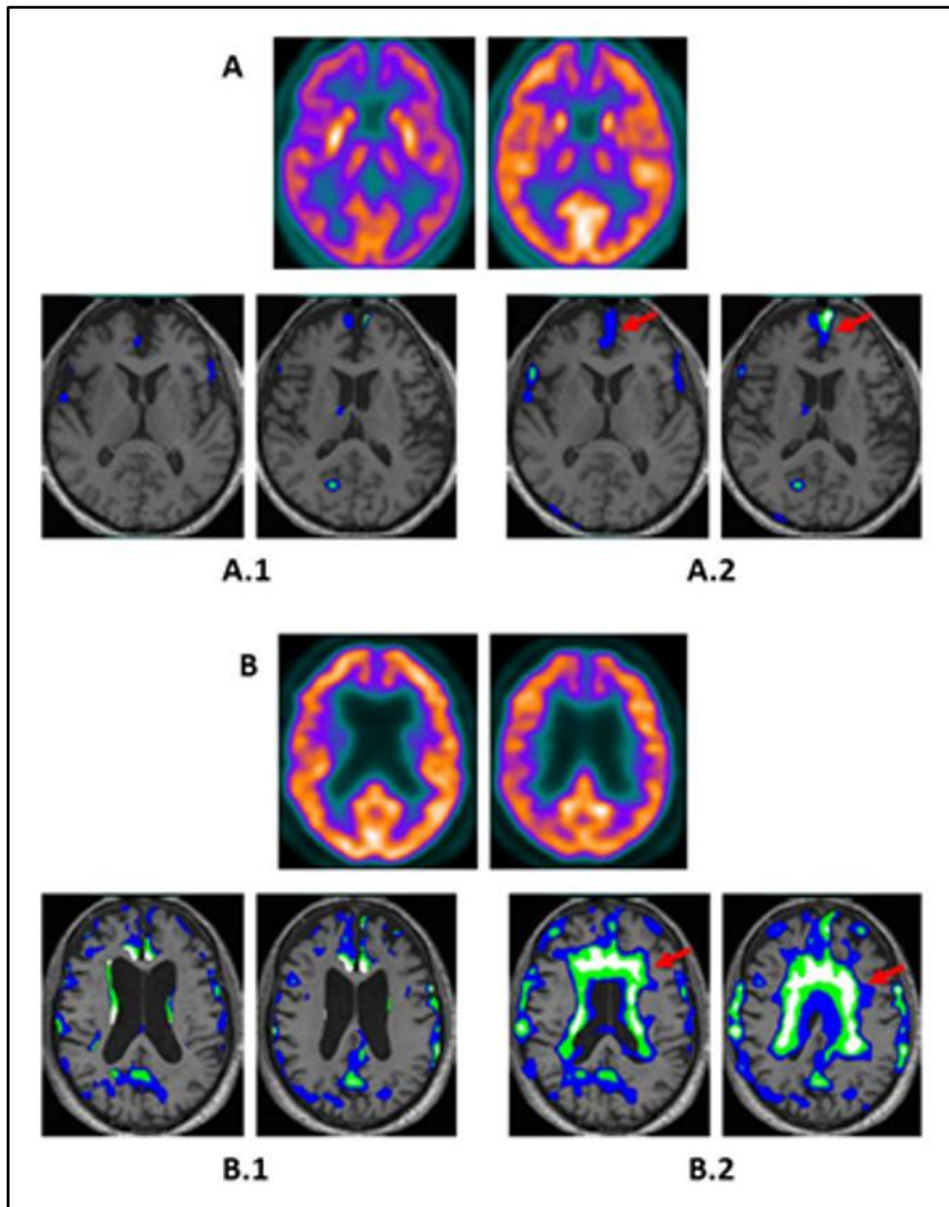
Ejemplo de imágenes paramétricas dónde se muestra la lesión en las que se pueden observar el efecto de la atrofia en la imagen resultante cuando no se aplica la máscara de RM sobre la imagen PET. Dos de estos efectos son: pacientes con atrofia en la zona interhemisférica frontal (A), donde esta atrofia aparece como defecto en la imagen en la que usamos la máscara genérica (A.2), a diferencia de la imagen en la que corregimos este efecto mediante la máscara de RM (A.1); pacientes con ventrículos muy dilatados (B), que aparecen como defecto si no usamos la máscara de RM (B.2), evitando este efecto si la usamos (B.1).
